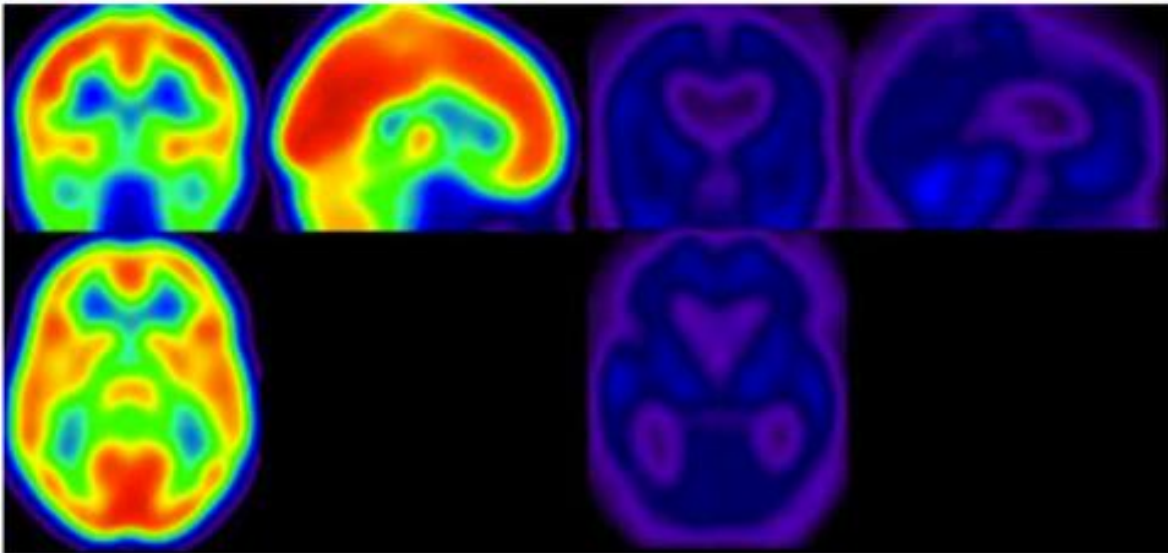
Gegenüberstellung FDG-PET gesunder Proband (linke Seite) versus VS-Patient (rechte Seite) (Di Perri et al., 2014)
